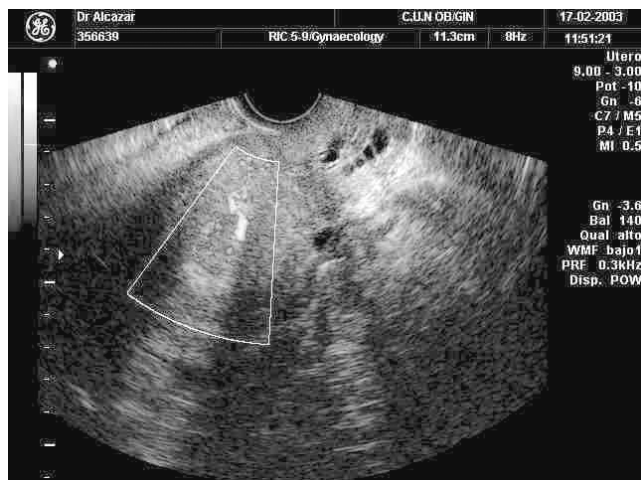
Ecografía transvaginal mostrando cómo se ajusta el volumen de muestra para el barrido 3D
